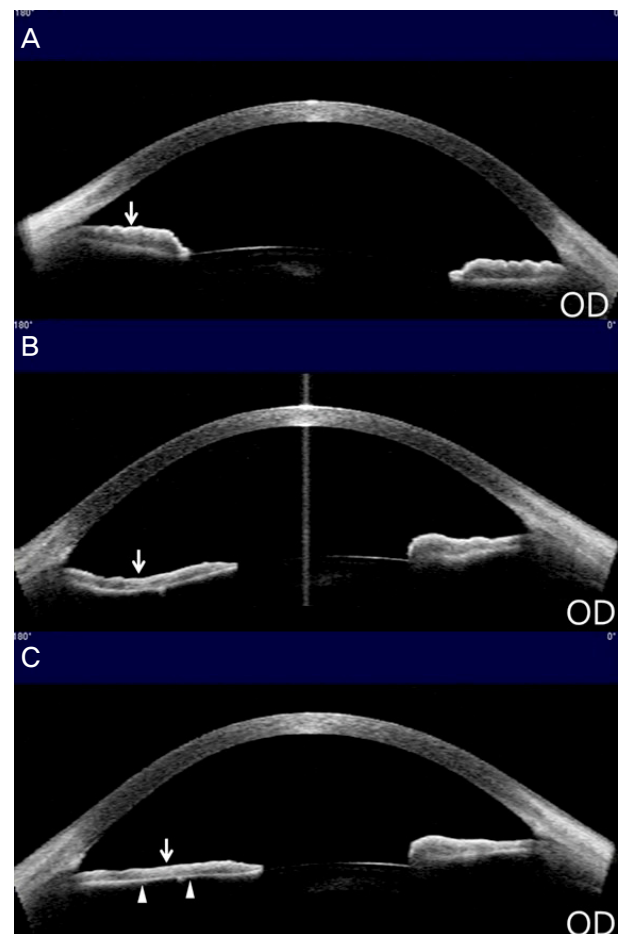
Changes in the iris contour of patient's right eye. Anterior segment optical coherence tomography images showing that the iris of the right eye was planar (white arrow) before implantation of AQUA ICL[®] (A) and became concave (white arrow) because of posterior iris bowing after AQUA ICL[®] removal (B). The iris became planar (white arrow) after laser peripheral iridotomy. Thinning of iris stroma (white arrowheads) was observed (C). OD = oculus dexter.
